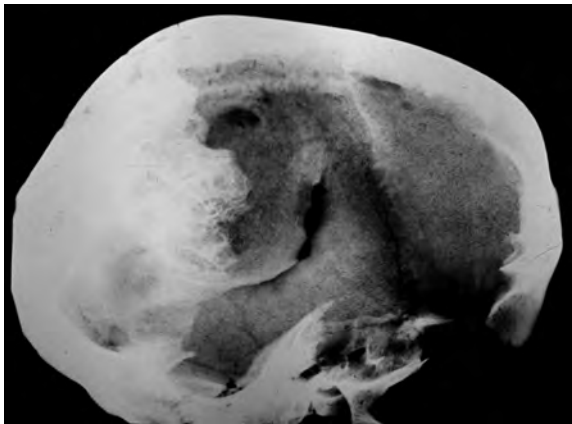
Radiografia del cas precedent, que mostra la bona cicatrització de la lesió.
